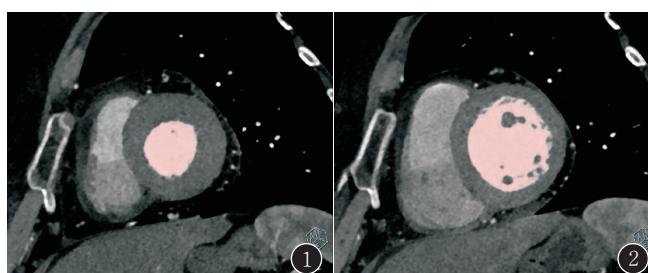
~4 女,62岁,有高血压病史。图 1.双源 CT 冠状动脉成像经后处理软件所得收缩末期左心室短轴图像,红色填充部分为心室内面积;图 2.为与之对应的左心室舒张末期图像;图 3.双源 CT 冠状动脉成像经后处理软件计算得出的左心功能指标;图 4.经超声心动图测得的左心功能指标
